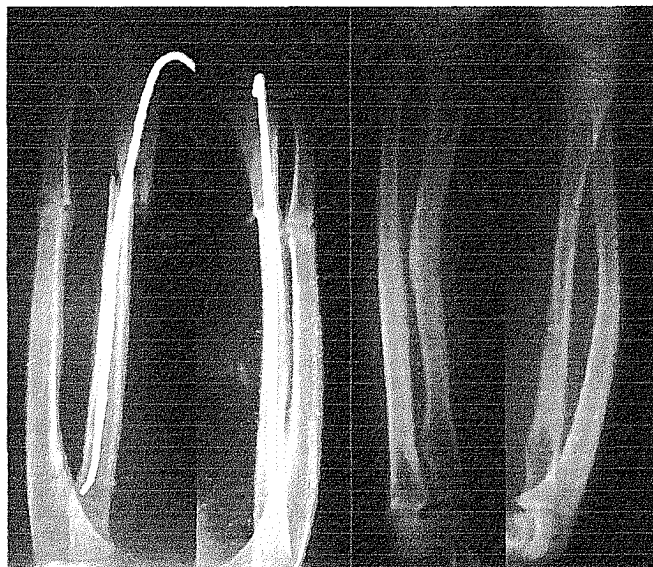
Paciente de 8 años refractura diafisaria de radio y cúbito 22D/5.1 tratado con enclavado endomedular elásticos del radio solamente, radiografías postoperatorias y después del retiro del implante con fractura consolidada e inversión del arco radial.
